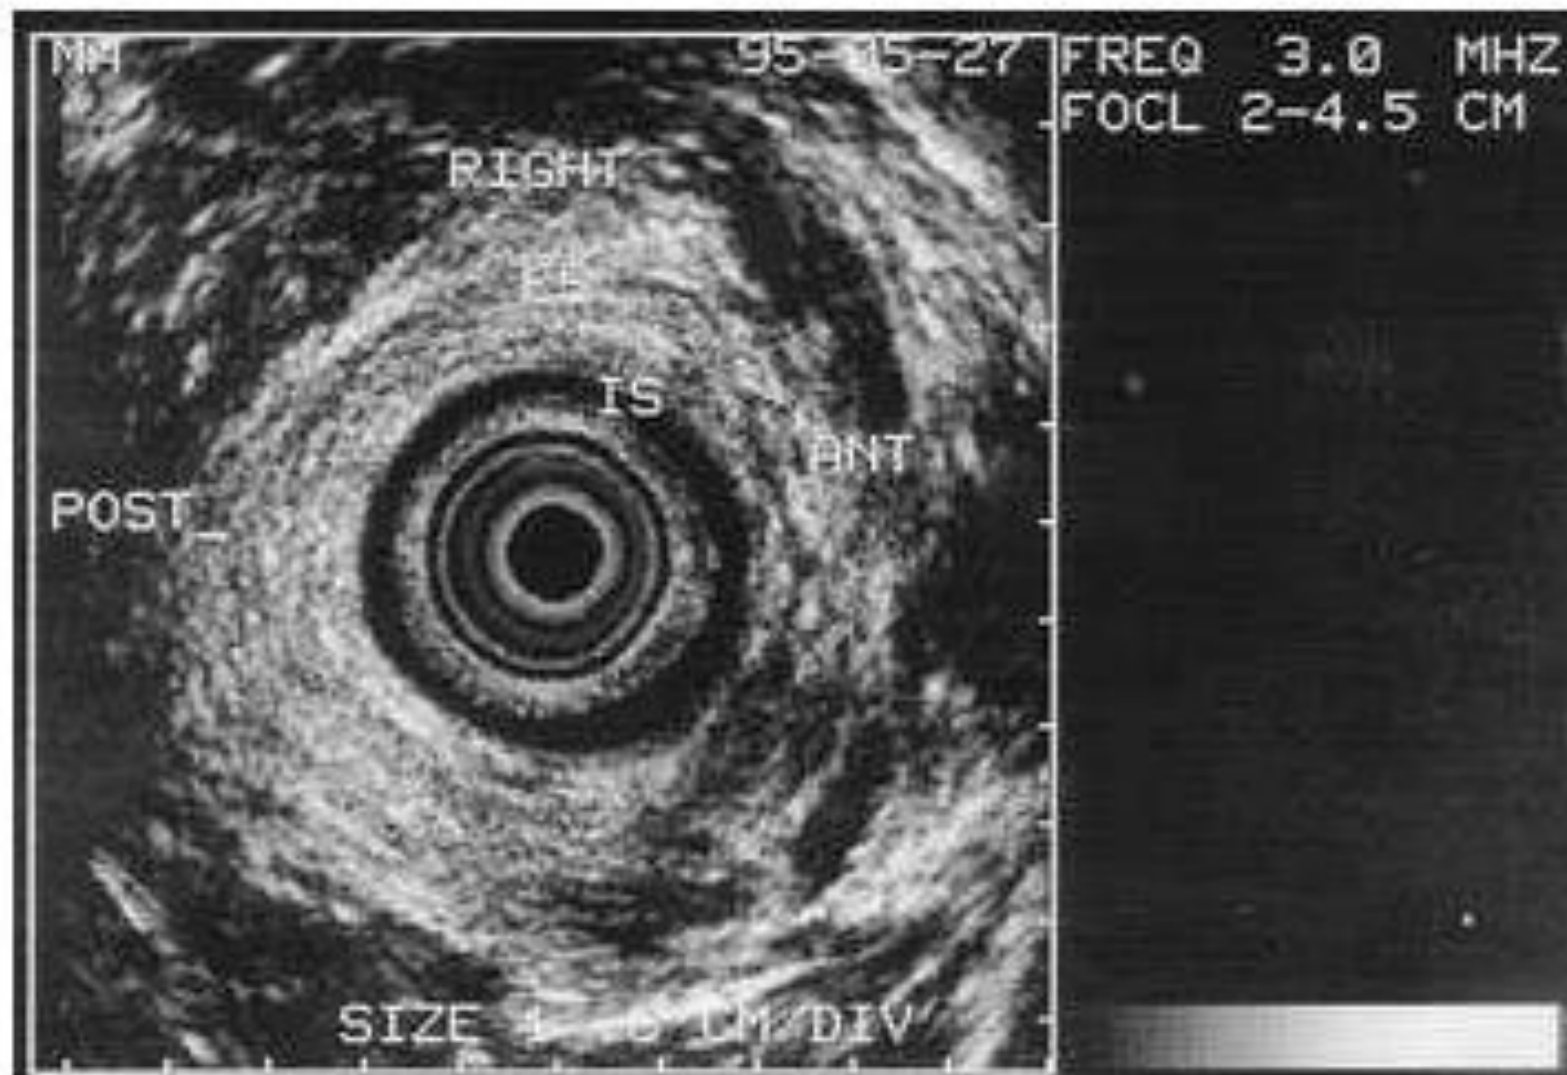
Normal endoanal ultrasound at the mid layer of the anus. The internal (hypoechoic) and external (mixed echogenicity) sphincters are clearly seen. !2th hour of lithotomy position to the right of the figure, 3rd hour of lithotomy position at the top of the figure.
